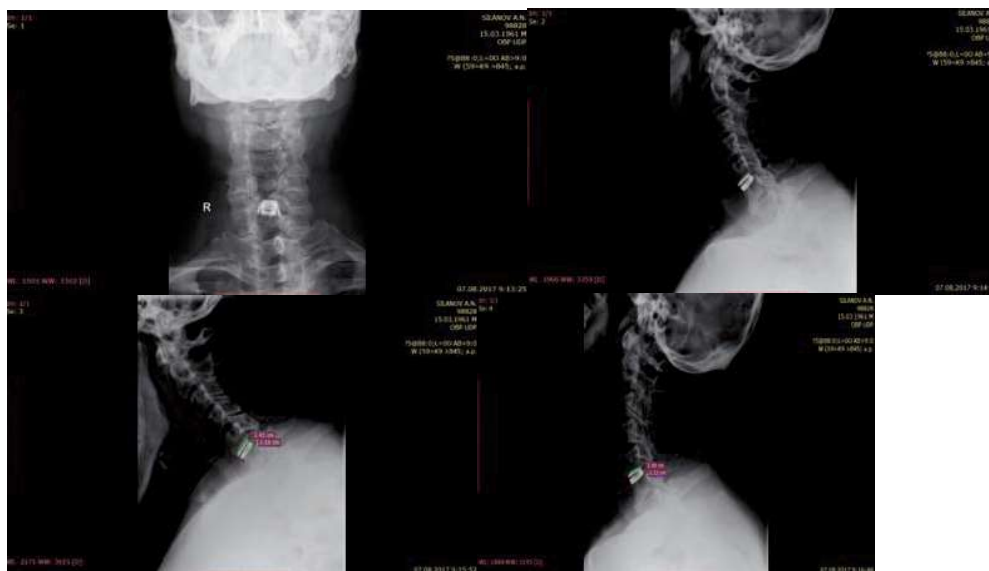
Контрольные функциональные рентгенограммы шейного отдела позвоночника больного С., 56 лет, после операции.
